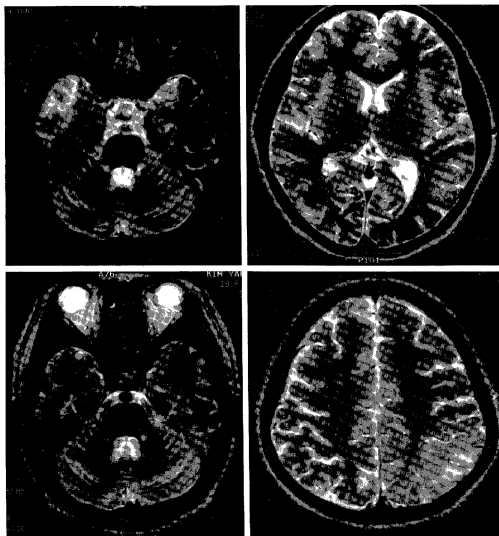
Serial T-2 weighted MR imaging. *a.* Initial axial brain MRI shows increased signal intensity in right temporal lobe and diffuse mild atrophy of cerebellum. *b.* Second MRI reveals high signal intensity in right occipital region and shows only mild atrophy in right temporal area that was previously affected. *c.* Last MRI of same level shows complete recovery except mild atrophy in right temporal area. The atrophy of cerebellum does not seem to change. *d.* Last MRI shows another newly developed lesion in left occipital area extending medial aspect.
